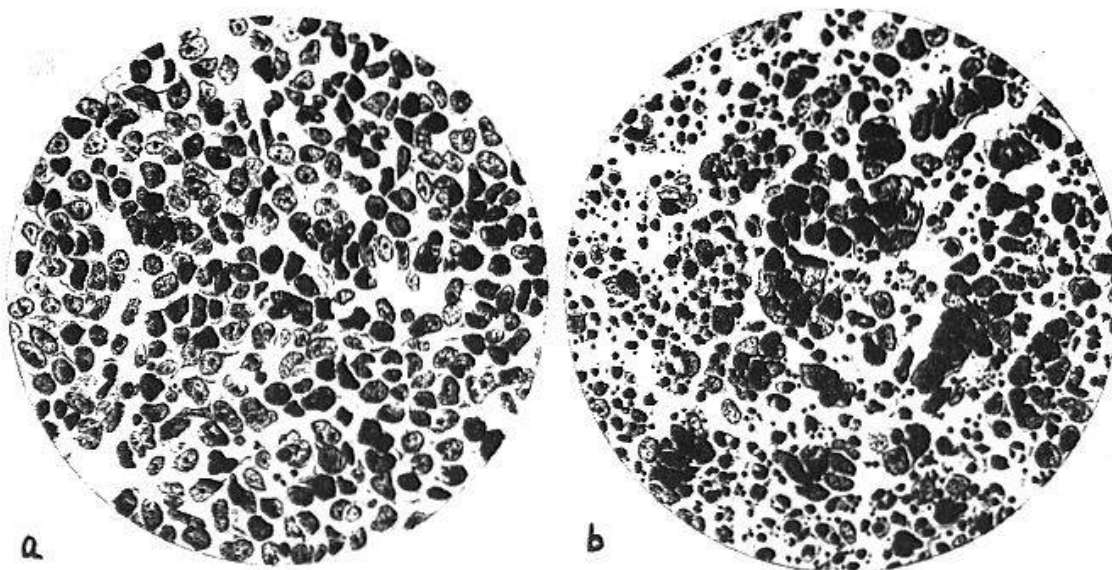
a = Tumorschnitt eines Ewing-Sarkomes unbestrahlt; b = Tumorschnitt 12 Stunden nach einmaliger Röntgenbestrahlung mit 720 r. Massenhafte Kernpyknoten.
